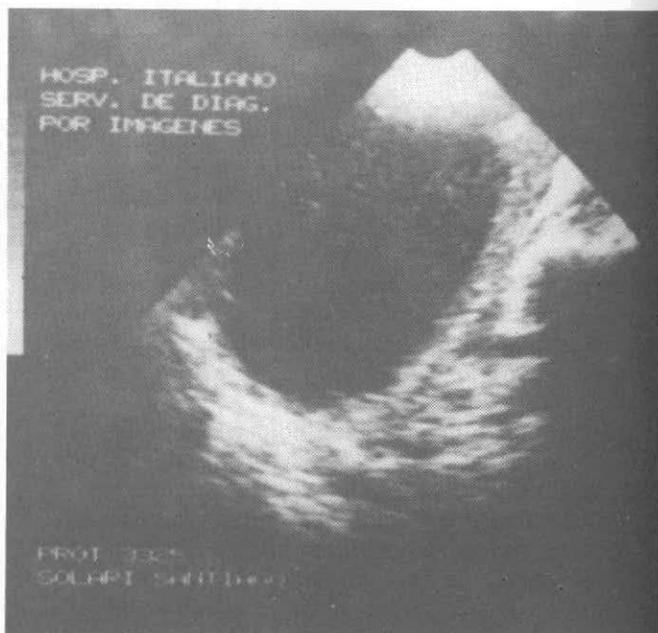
Ecografía esplénica (paciente 1). Muestra quiste esplénico de polo superior.
